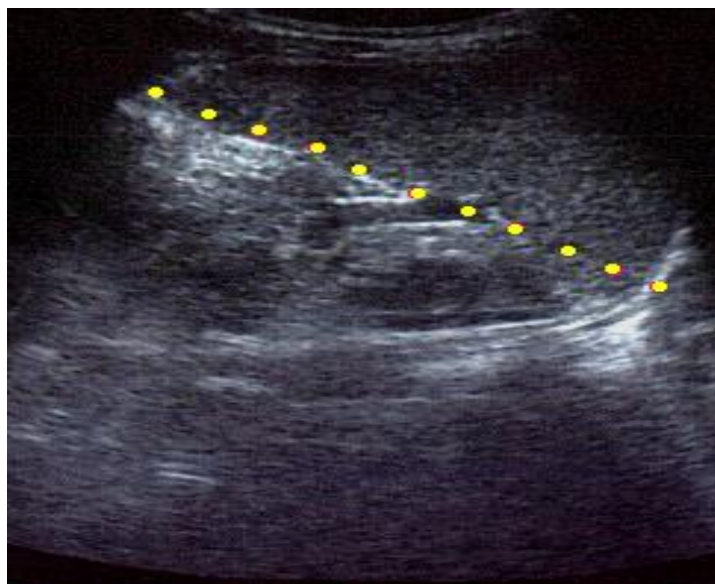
Dimensão longitudinal do baço à ultrassonografia de abdome
